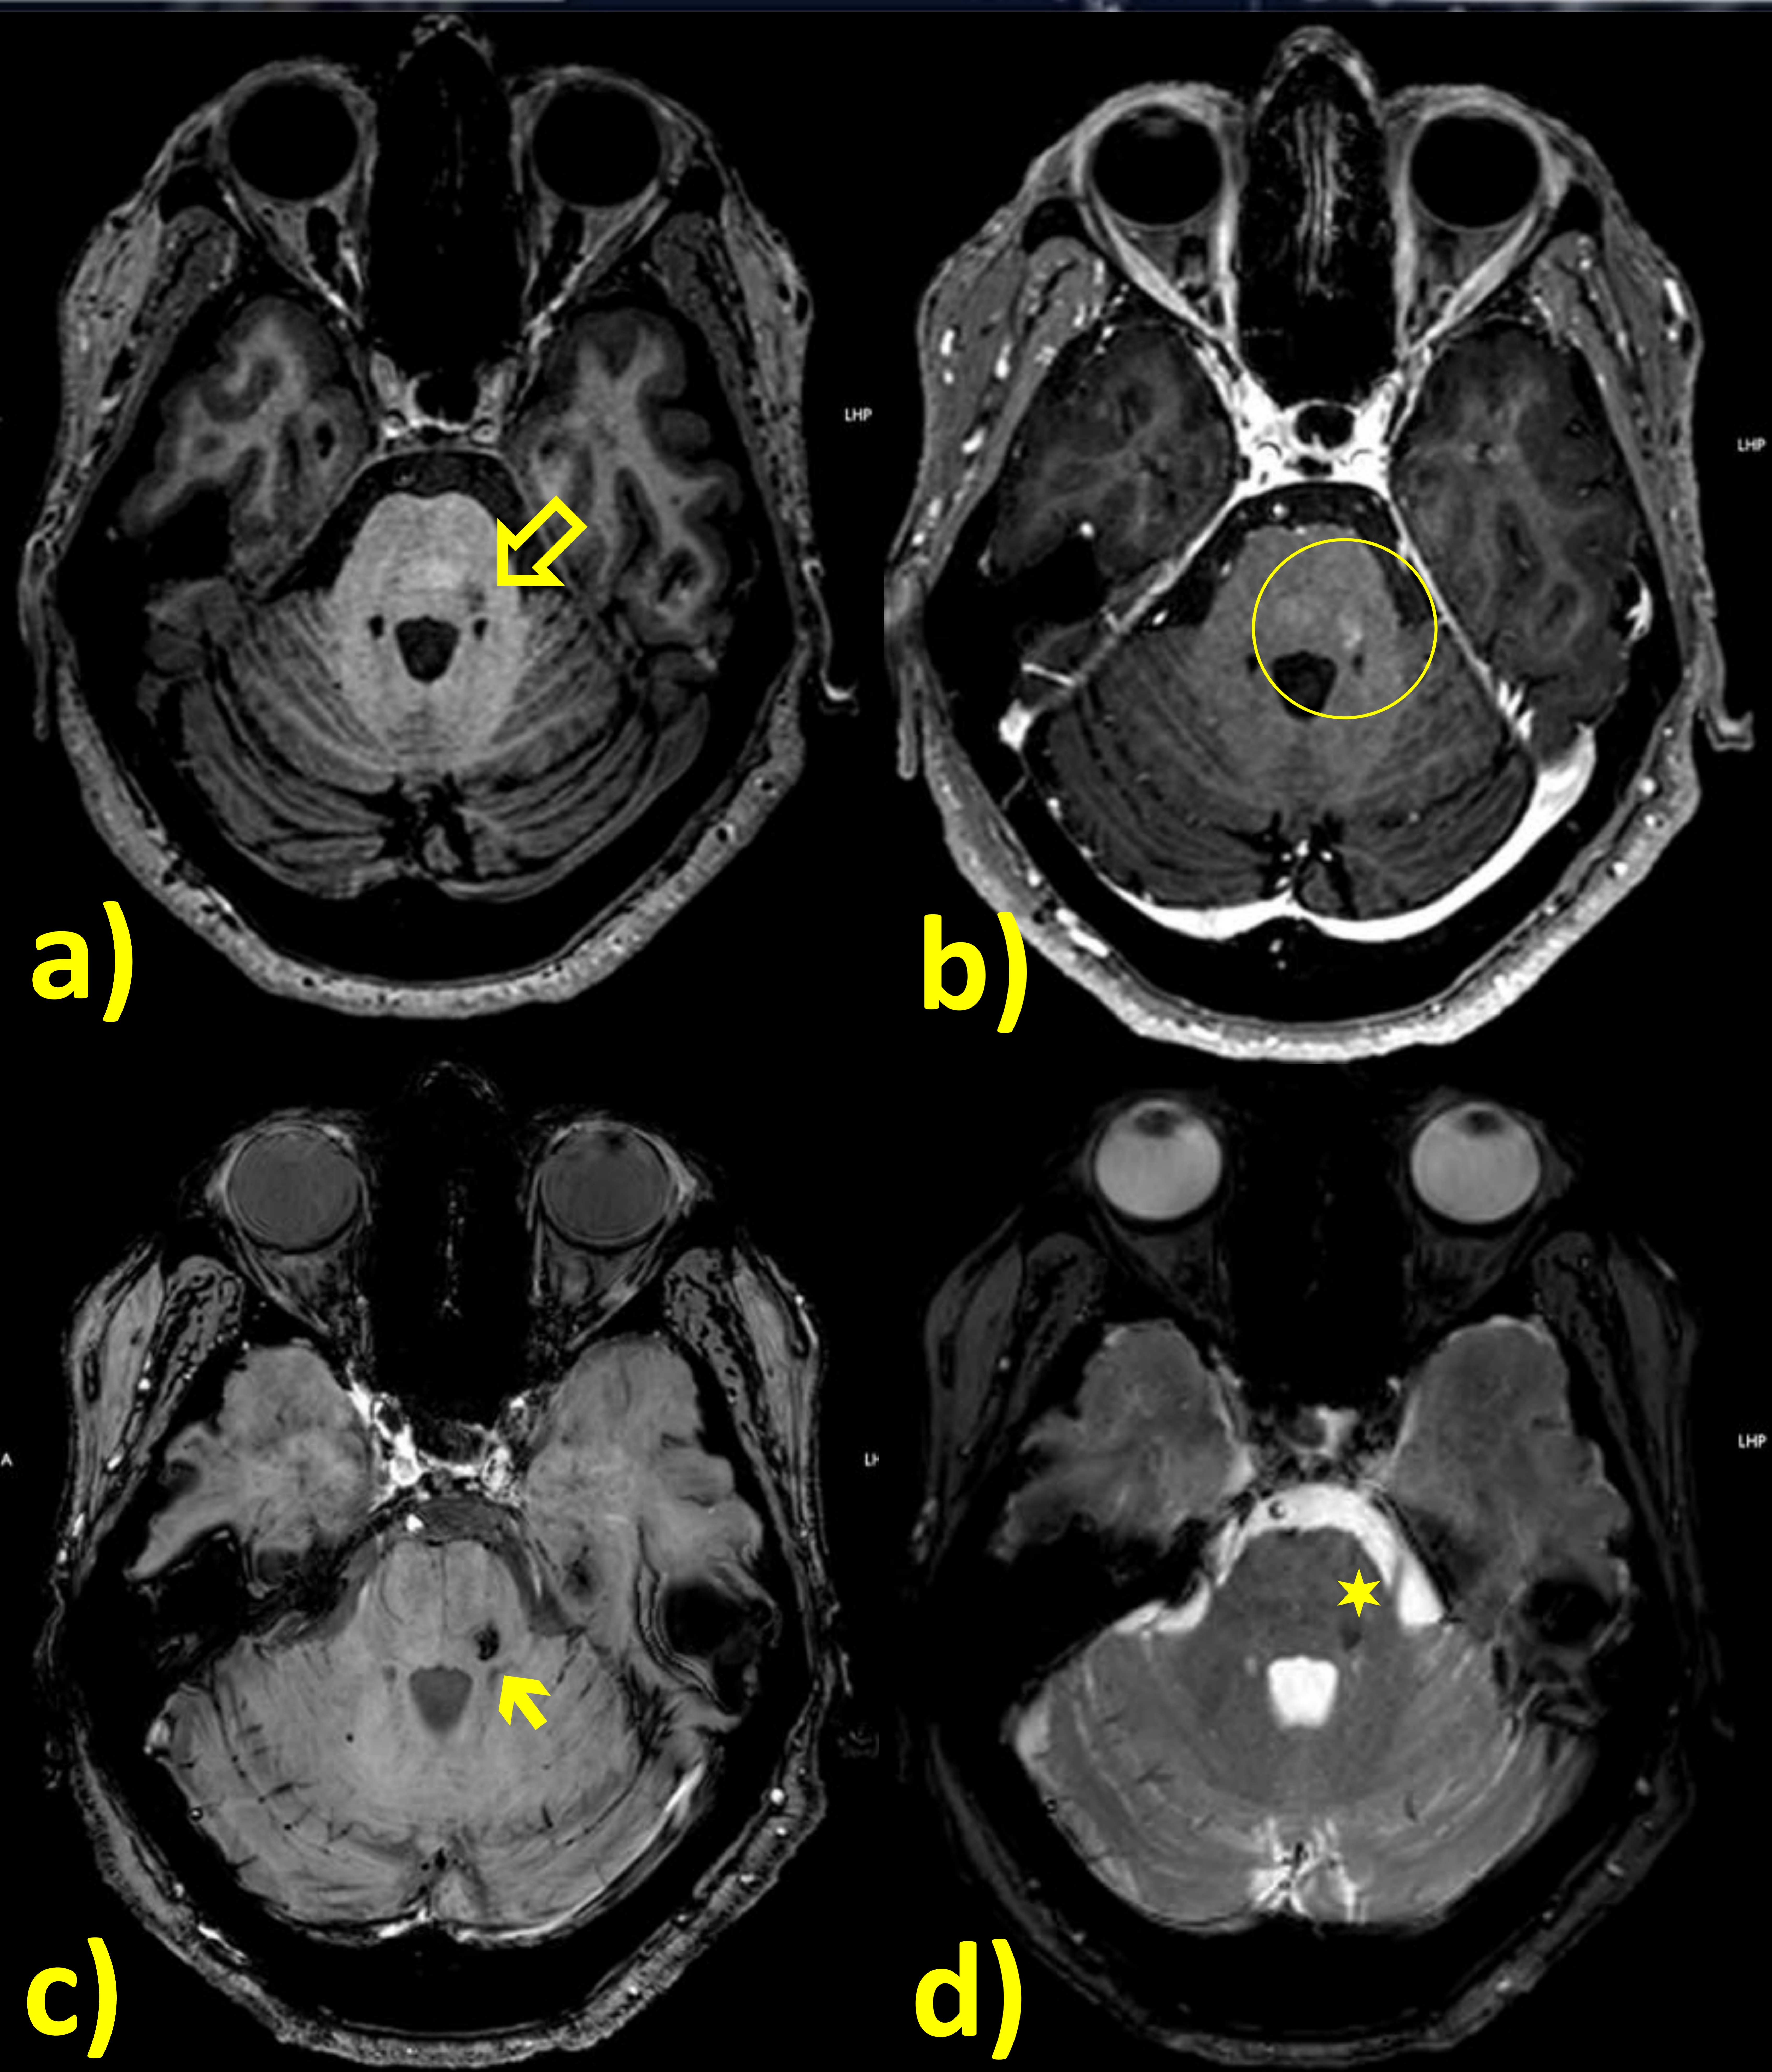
Telangiectasia capilar en RM de seguimiento de EM de hombre de 72 años. a) En T1WI axial se identifica un pequeño foco de hiposeñal en pedúnculo cerebeloso izquierdo (⇩), sin efecto de masa que en b) T1WI C+ muestra tenue realce mal definido (○), que podría atribuirse a una lesión desmielinizante activa. c) Sin embargo en SWI C+, no se evidencia realce y en cambio demuestra señal bajo (→), d) que, aunque visible, es menos evidente en FFE (★). Se atribuye la lesión a una telangiectasia capilar.
